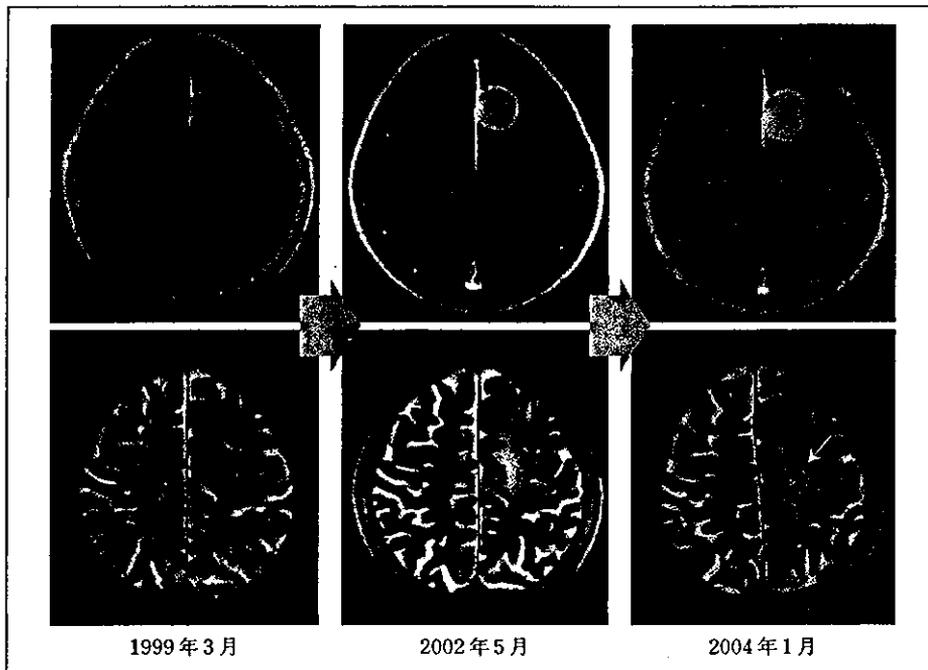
髄膜腫 ①：上段；造影MRI（主に腫瘍そのものをみている）。
